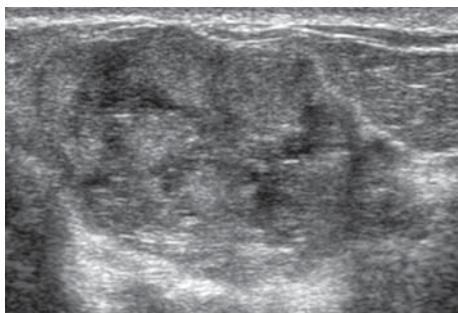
УЗИ: мастит, полость с густым содержимым
